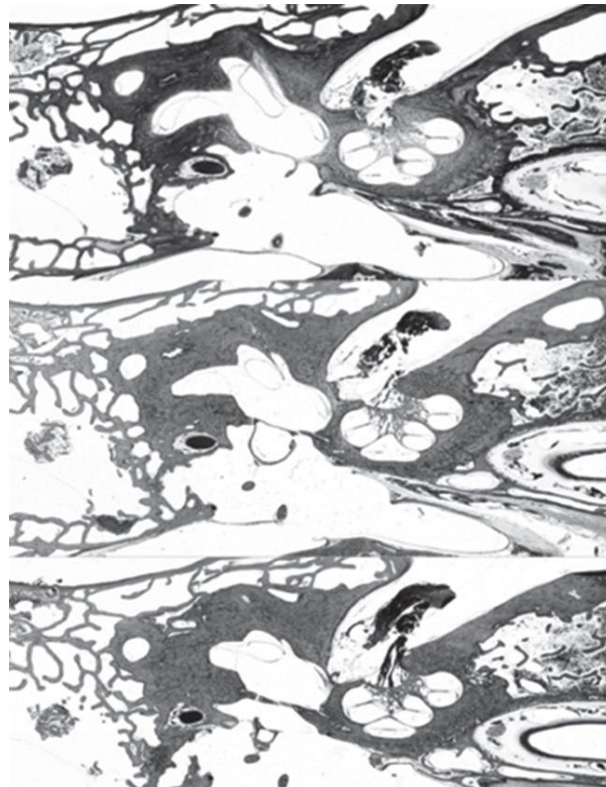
1 Tomografías iniciales. Modelo virtual 3D de huesos temporales humanos.
